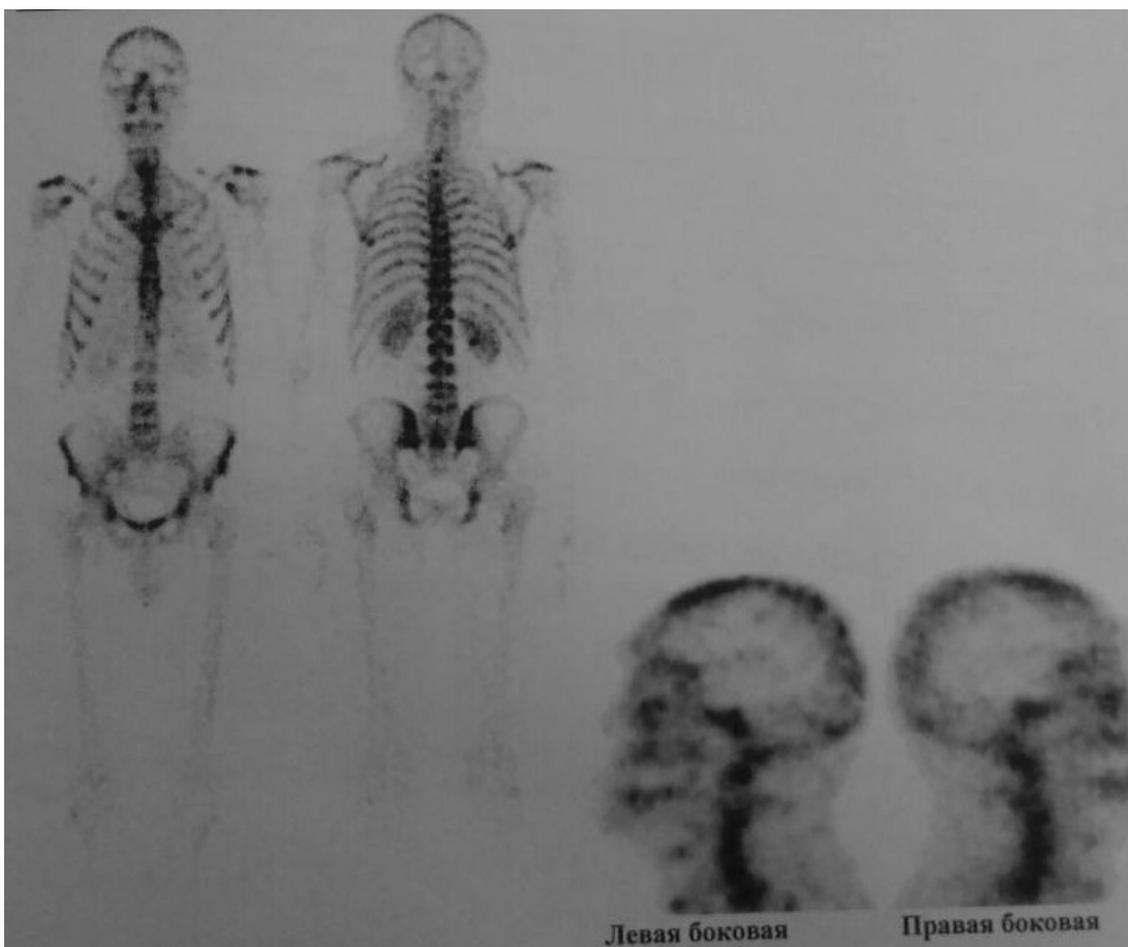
Сцинтиграфия две недели после оперативного лечения (подсадки БИК)
